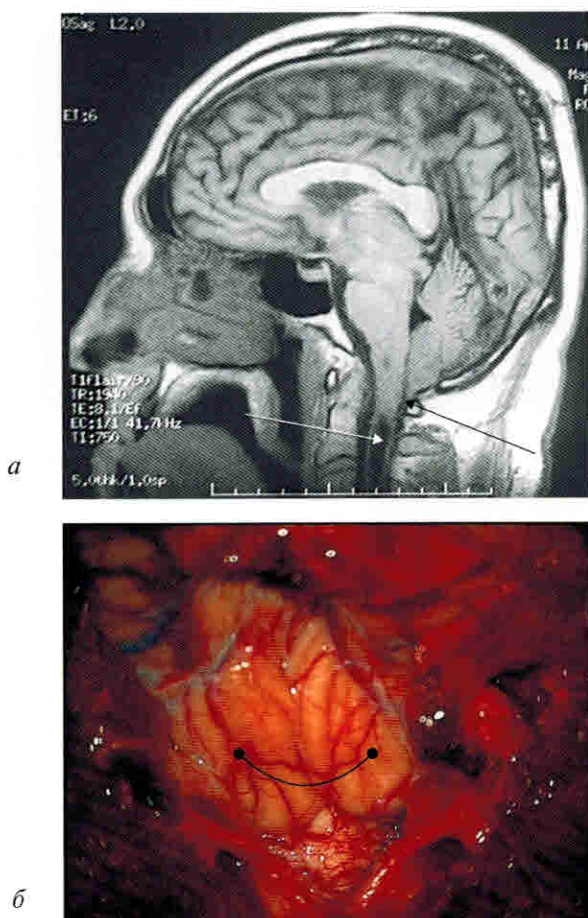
МРТ. Аномалия Арнольда–Киари I. Дислокация миндаликов мозжечка ниже большого затылочного отверстия (черная стрелка), ассоциированная сирингомиелия на уровне шейного отдела спинного мозга (белая стрелка) (а); интраоперационный вид. Субокципитальная краниэктомия и ламинэктомия С1–С2. У-образно вскрыта ТМО, странгуляция (отметка) и выраженная дислокация миндаликов мозжечка (б)
